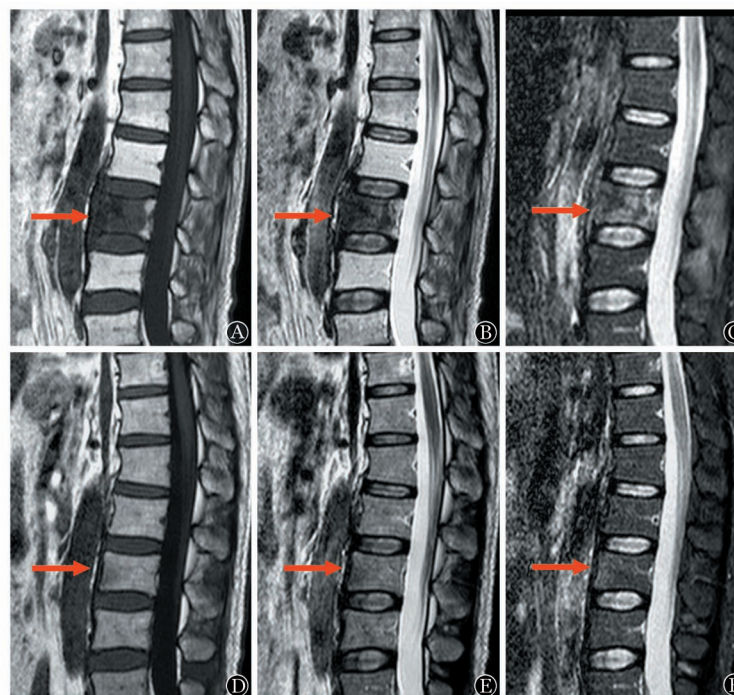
MRI检查示弥漫大B细胞淋巴瘤患者腰3椎体肿瘤治疗前后变化[放、化疗前椎体骨质T<sub>1</sub>WI呈较均匀低信号(A),T<sub>2</sub>WI呈不均匀低信号(B),STIR呈不均匀高低信号(C);放、化疗后见椎体前部骨质T<sub>1</sub>WI(D)和T<sub>2</sub>WI呈略低信号(E),STIR呈略高信号(F)](箭头所示为病变部位)
